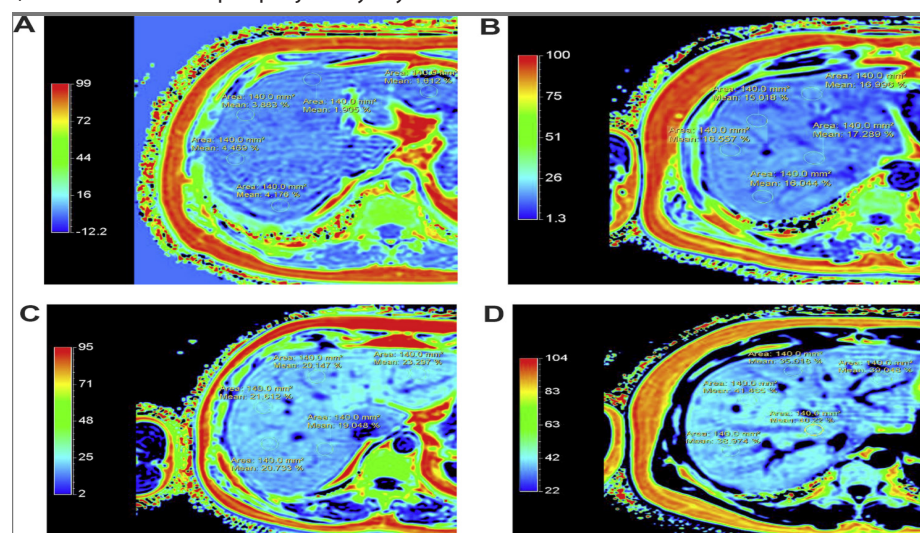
MRI abdominale me PDFF që tregon shpërndarjen e yndyrës hepatike në hartë ngjyrash, me matje precize të përqindjes së yndyrës (Yokoo T, Serai SD, Pirasteh A, Bashir MR, Hamilton G, Hernando D, Hu HH, Kühn JP, Kukuk GM, Loomba R, Middleton MS, Milot L, Schroeder M, Schwimmer JB, Sirlin CB. Linearity, bias, and precision of hepatic proton density fat fraction measurements by using MR imaging: a meta-analysis. Radiology. 2018;286(2):486-498. doi:10.1148/radiol.2017170550).
